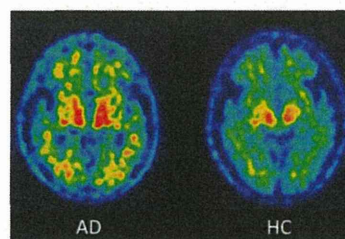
アルツハイマー病患者 (AD) と健常高齢者 (HC) の[¹¹C]BF227 PET の SUVR 画像。AD において[¹¹C]BF-227 の取込みの上昇がみられる。
